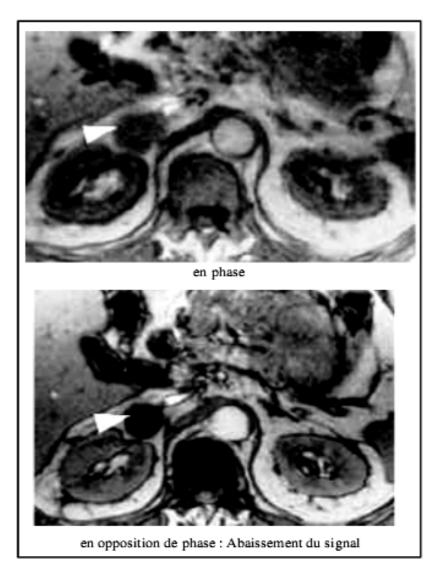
IRM en phase/opposition de phase [35]
